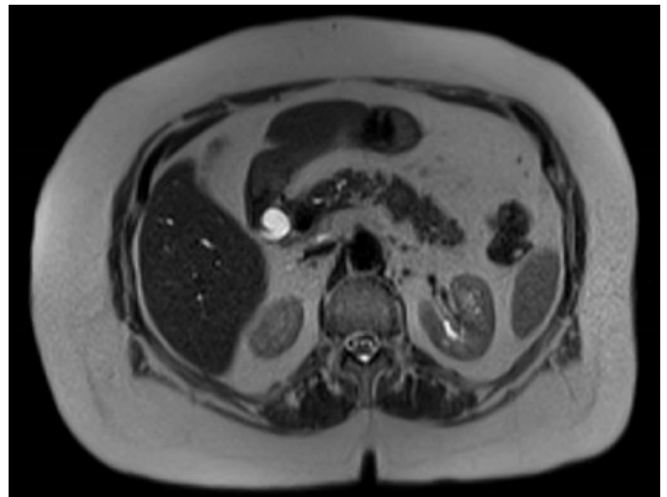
Lesiones pancreáticas en RMN.
